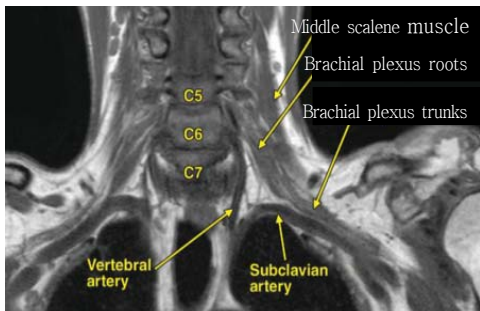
Coronal T1-weighted MR image obtained in a patient with head and neck cancer shows the anatomy of the brachial plexus, Truong et al. 1097 [15].
